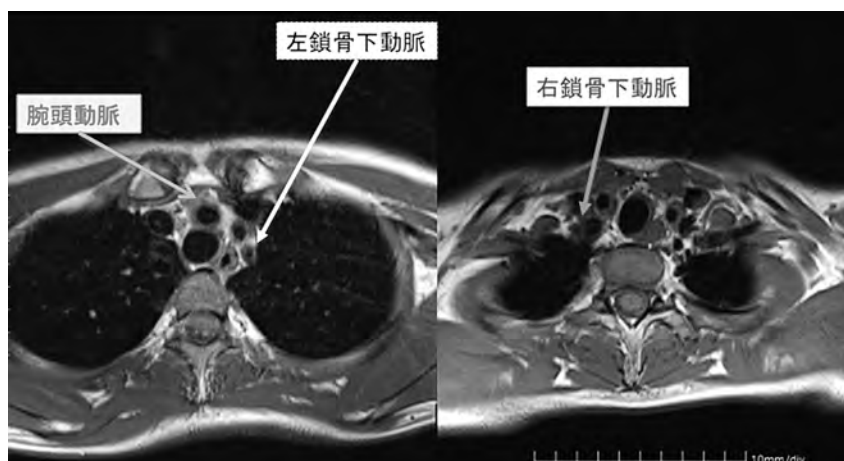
C 造影 MRI 腕頭動脈、両側鎖骨下動脈壁肥厚所見
